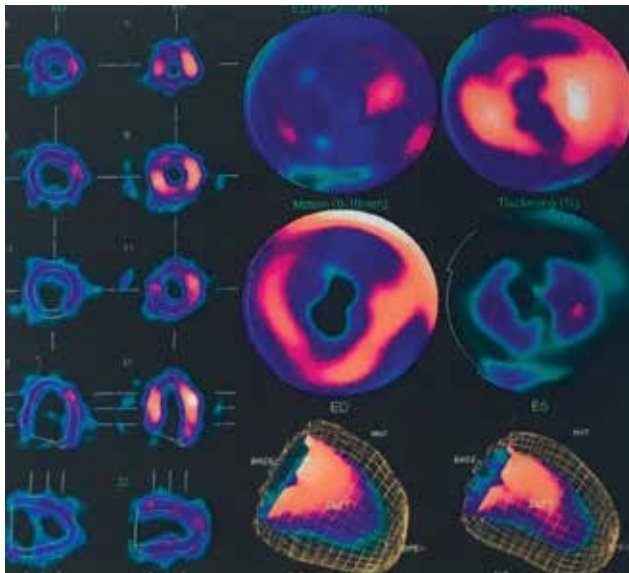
Сцинтиграфия миокарда.
